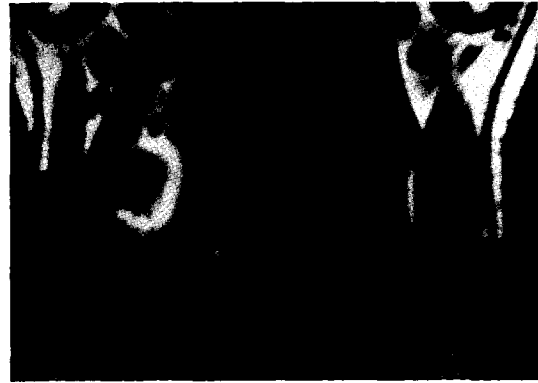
Preoperative coronal MRI image. Ring-enhanced round mass is communicated with the right common carotid artery.
